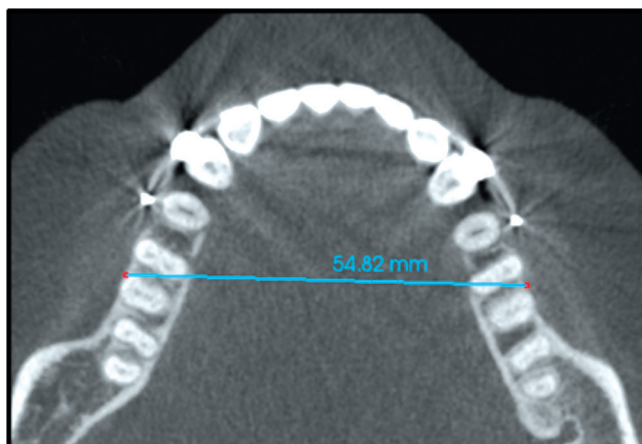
КЛК-томограмма. Проведение Рен-анализа до лечения.
